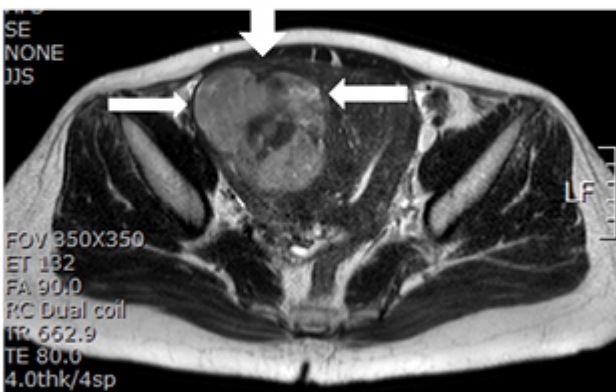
b. MRI T2-leiomyosarcoma, intermediate to high signal
